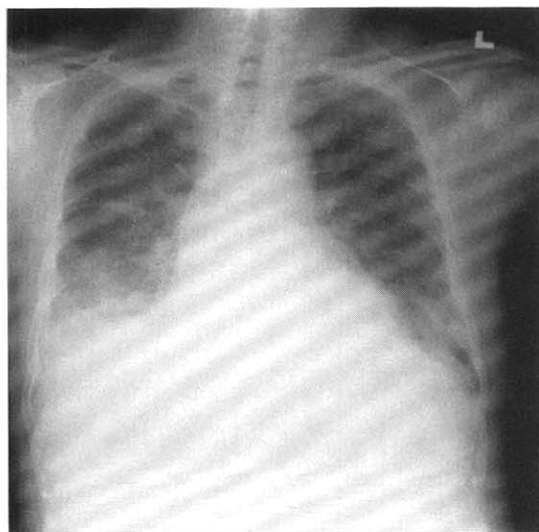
Initial chest radiograph shows multifocal patchy opacities on both lung fields.
